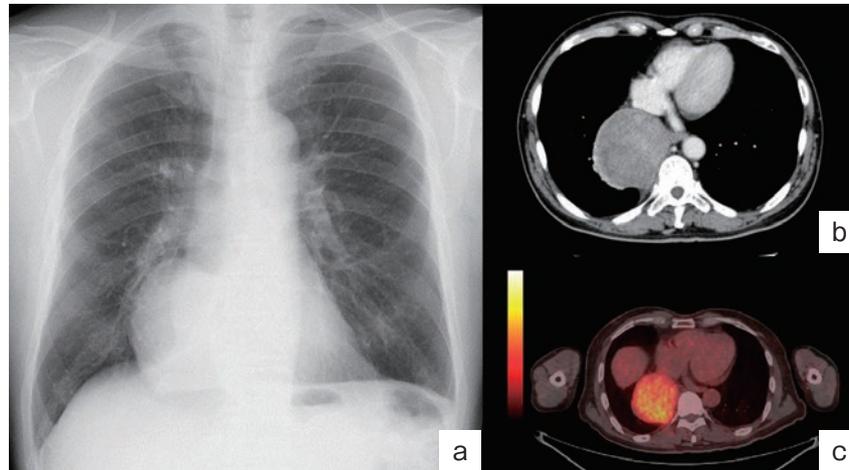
Imaging findings. (a) A chest radiograph on admission shows a mass lesion located in a right lower lung field. (b) A chest contrast-enhanced computed tomography on admission shows an extra-pulmonary lesion attached to the right lower lobe of lung. (c) Chest positron emission tomography-computed tomography shows a localized uptake of ^{18}F -fluorodeoxyglucose (FDG) on the pleural tumor.
